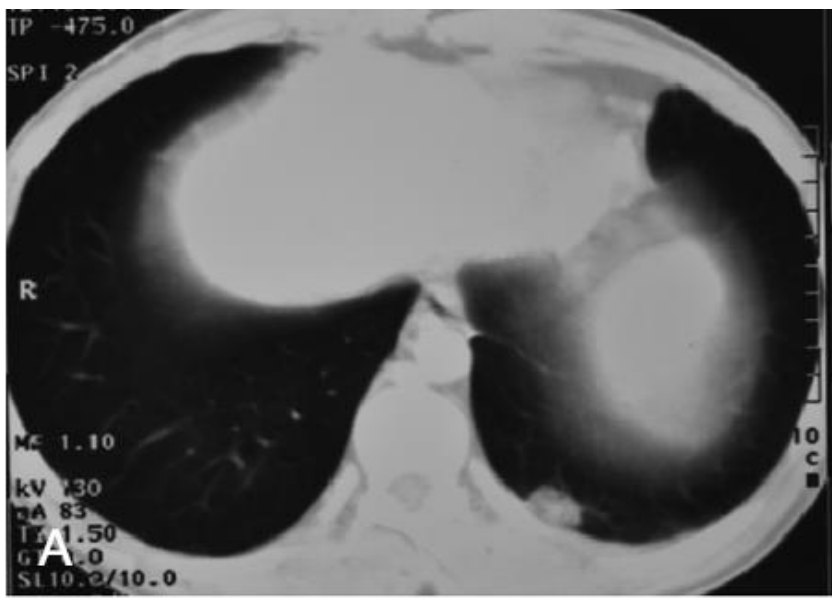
Nodular lesions in thoracic CT scans. A. Subpleural nodular lesion (1.5 × 1 cm) on the left lower lobe. B. Peripheral consolidations on the left lower lobe and nodular lesion on the right lower lobe. C. Aneurysms on bilateral lower lobe subsegment arteries (thin black arrows) and subpleural nodular lesion (thick black arrow) on the left lower lobe. D. Cavitating consolidation on the right lower lobe.
